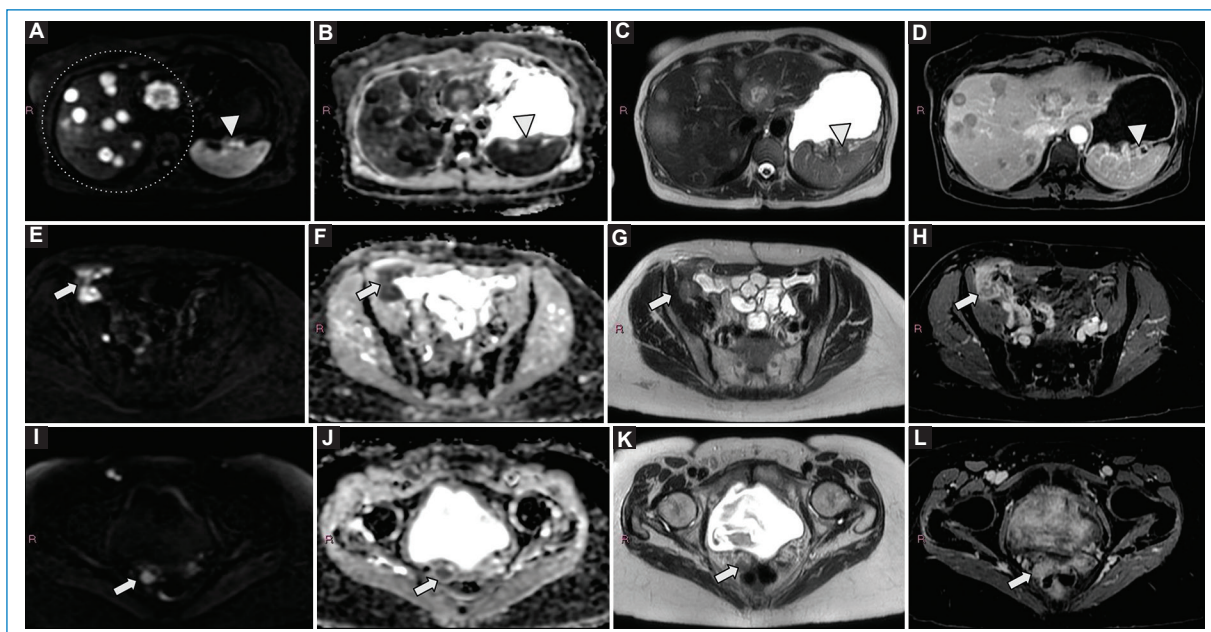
Mujer de 66 años con carcinoma seroso de ovario de alto grado operada hace 1 año. Enfermedad extraperitoneal irresecable. En la RM de seguimiento (A-L) se evidencia la aparición de múltiples lesiones hepáticas focales de aspecto secundario con compromiso de ambos lóbulos, irresecables. Además, destacan nuevos implantes en el hilio esplénico (puntas de flecha), la fosa iliaca derecha y la pelvis (flechas).
